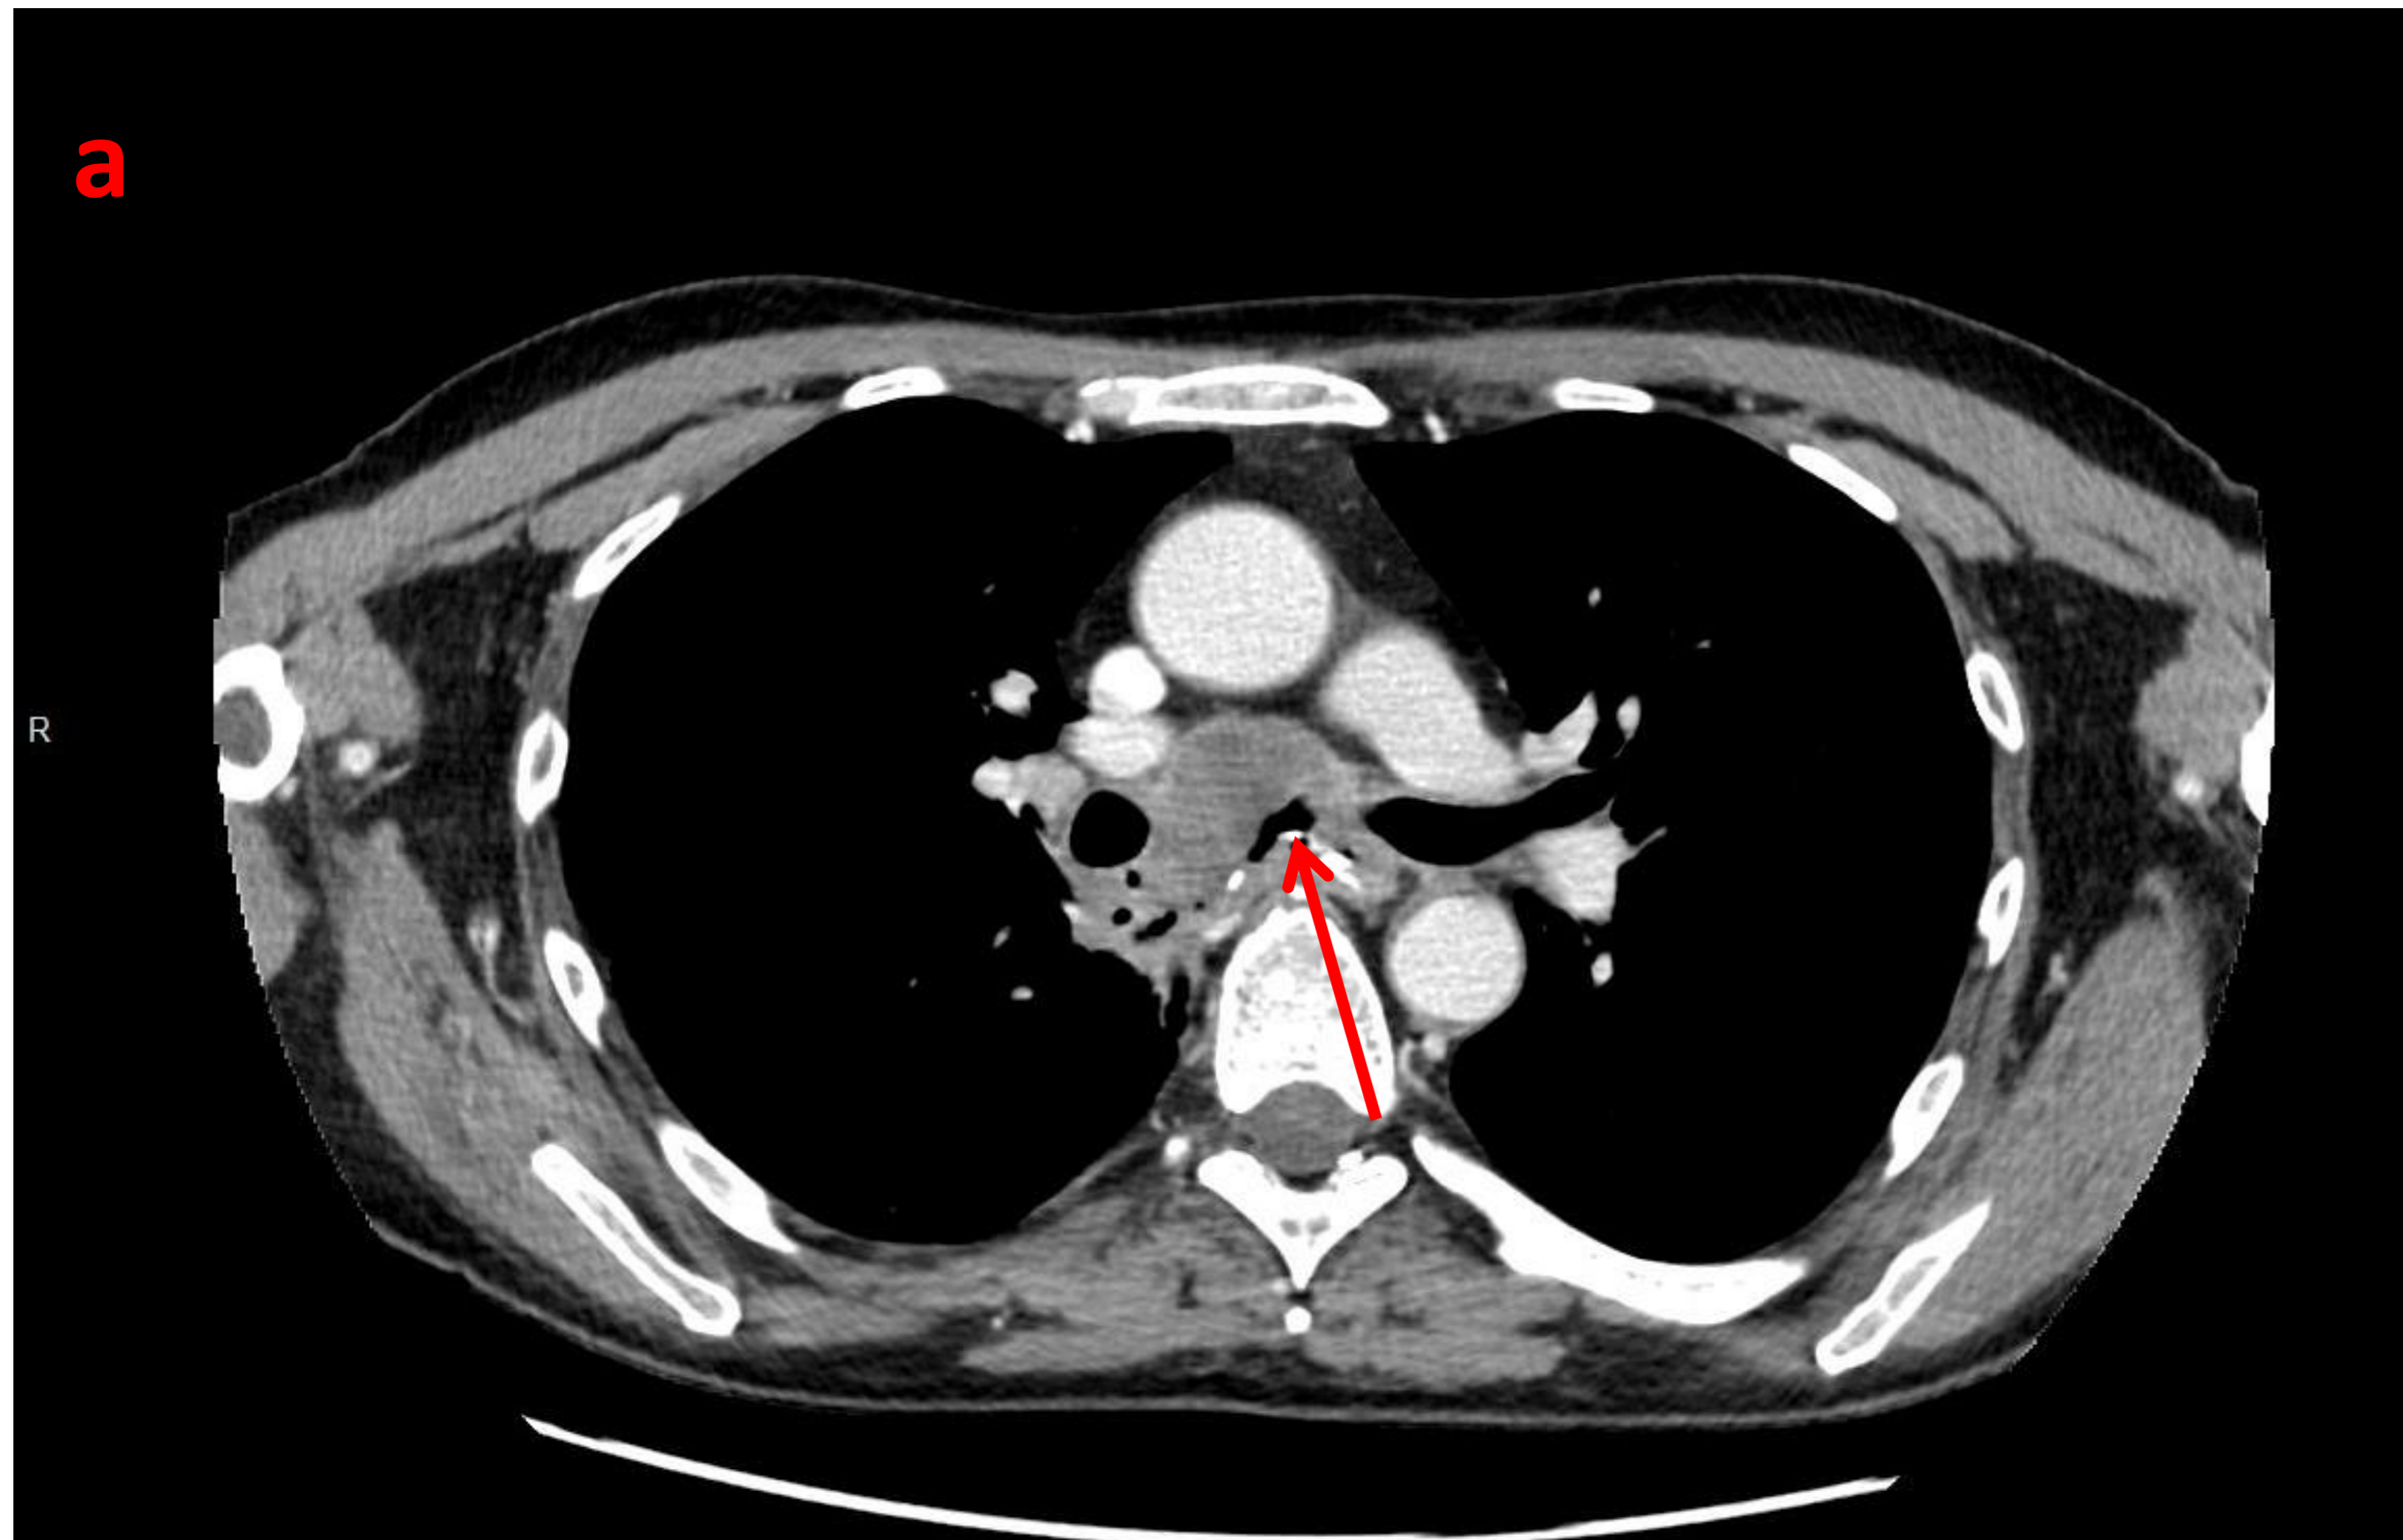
(a) Corte axial de TC donde se observan adenopatías hipodensas , en región subcarinal de paciente con antecedente de neoplasia esofágica. (b) Mismo paciente en corte sagital.
